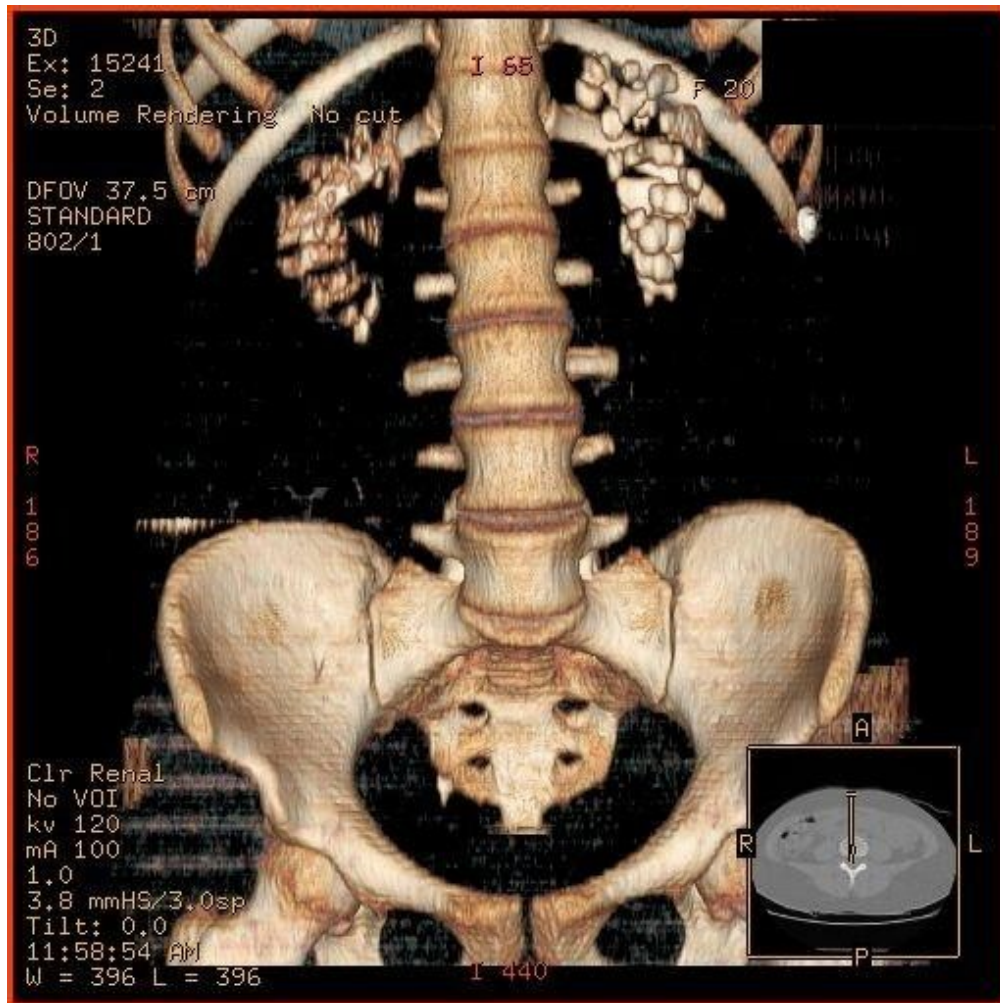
CT-3D Rekonstruktion: massive Nierenbeckensteine beidseits
